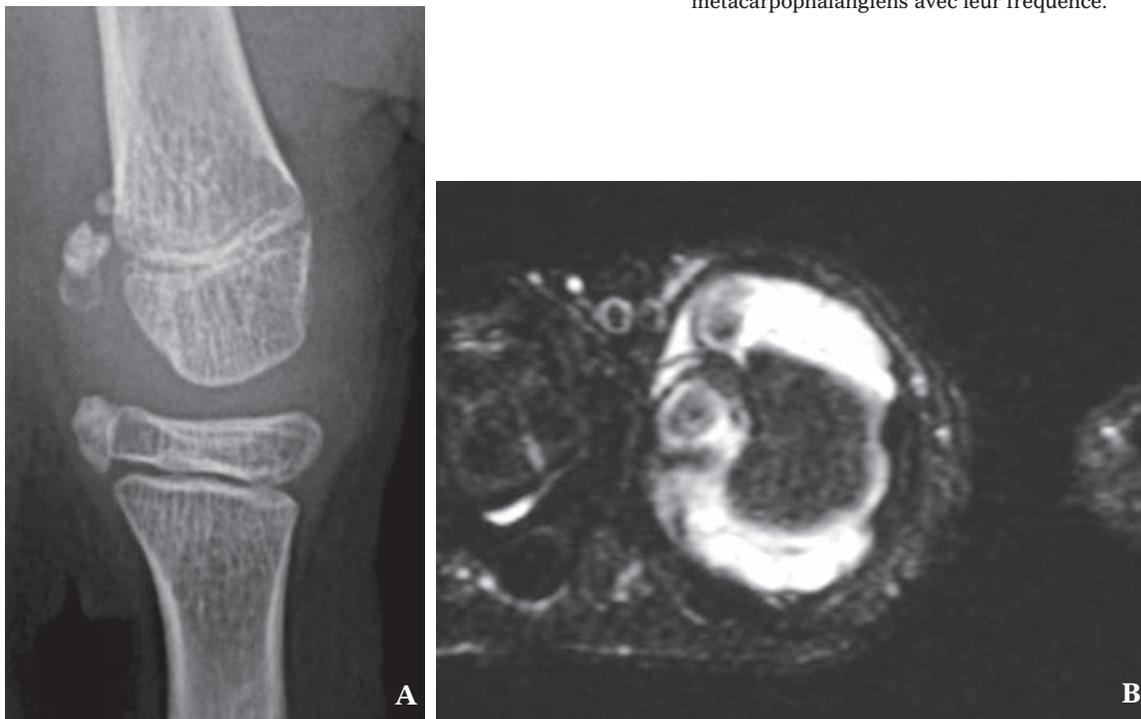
Ostéochondromatose synoviale primitive de l'articulation métacarpophalangienne. A) Radiographie. B) Coupe IRM axiale T2 avec suppression du signal de la graisse.
